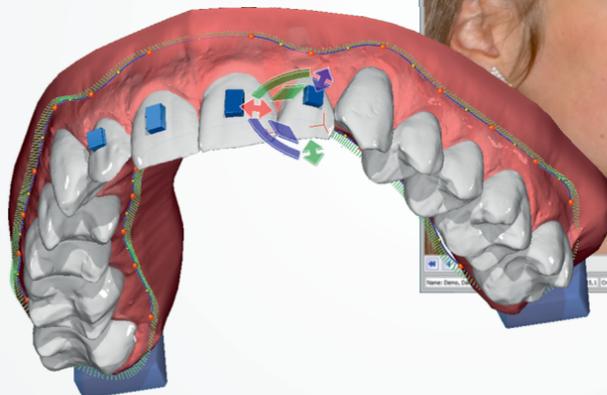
Virtuelle Planung zur indirekten Bracketpositionierung. Die ersten Prämolaren stehen in der finalen Position kranialer, um den natürlichen Gingivaverlauf nachzuahmen. (Quelle: © Insignia™, Ormco) Abb. 2a-k: 14-jährige Patientin mit horizontal verlagerten oberen Eckzähnen. Intraorale Aufnahmen (a-e), extraorale Fotos (f, g), sowie Röntgenaufnahmen (h-k). Abb. 3: Zustand nach Insertion von zwei medianen Miniimplantaten. Abb. 4a-d: Verwendete Bestandteile des Mesialsliders: Miniimplantat (a), Beneplate (b), Klebe-Tubes (c). Die Aktivierung erfolgt mittels Stopp und NiTi-Feder (d). Abb. 5: Zustand nach Einsetzen des Mesialsliders. Abb. 6: Klinische Situation nach Mesialisierung der Seitenzähne. Abb. 7: Zustand nach Entfernung des Mesialsliders.
